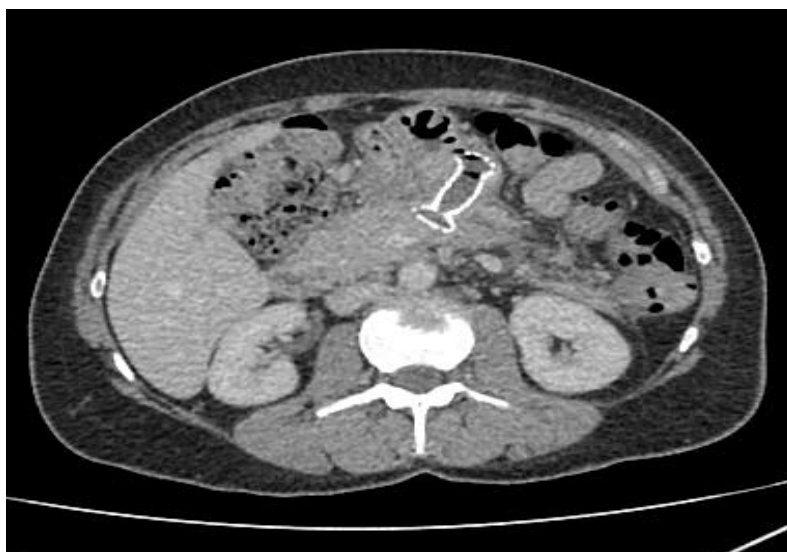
МСКТ через 2 месяца после установки нитинолового стента
